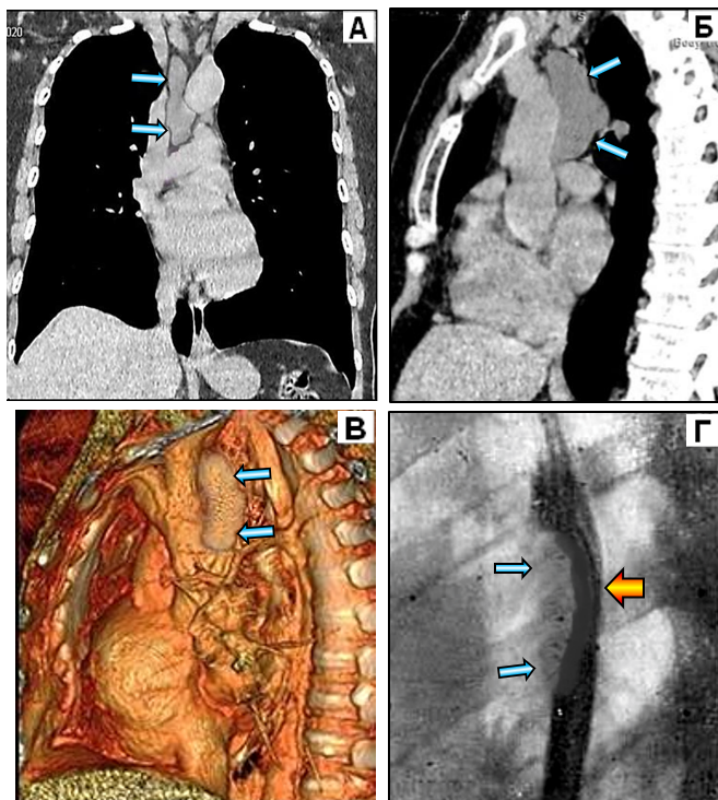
Больной К., 24 г. Дупликационная (энтерогенная) киста пищевода: МСКТ (А, Б, В) и рентгенограмма (Г) органов грудной клетки
